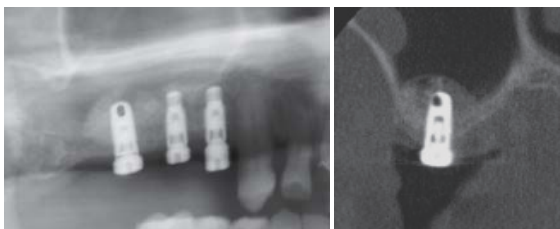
図10: 術後のパノラマX線写真及びCT画像。理想的に上顎洞底粘膜は拳上された。
